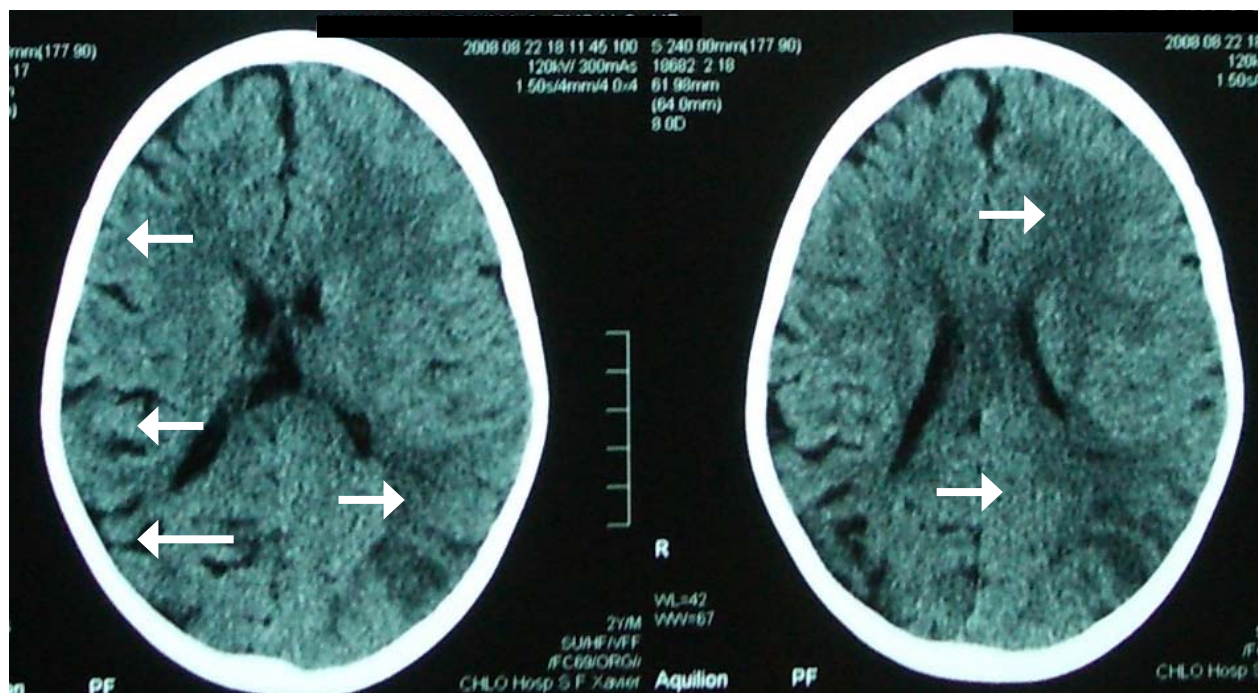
Imagem de TAC-CE, revelando AVC isquémico agudo no território da artéria cerebral média e artéria cerebral posterior esquerdas, e atrofia significativa do hemisfério cerebral direito (ilustrado através de setas).
